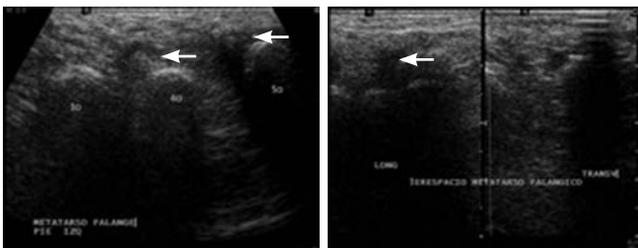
Ultrasonido del pie. Imágenes de ecogenicidad heterogénea, ovoideas, entre los espacios interdigitales (flechas): neuromas de Morton.
